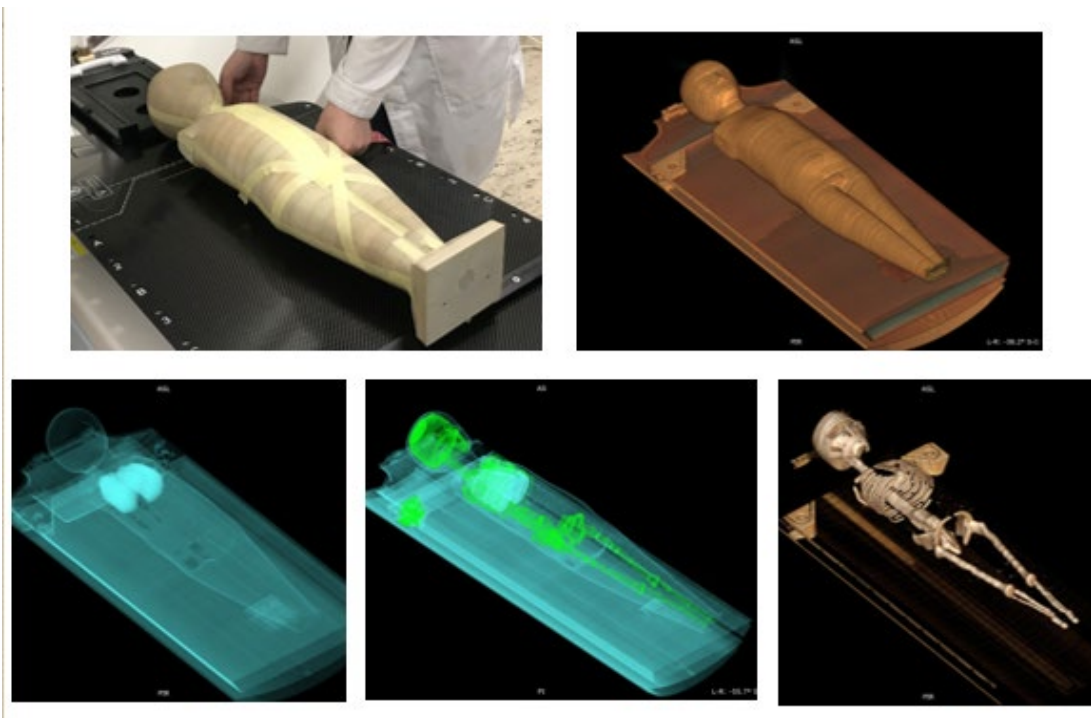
Зовнішній вигляд та внутрішня структура (проекції КТ) дитячого антропоморфного фантому дитини віком 5 років.
